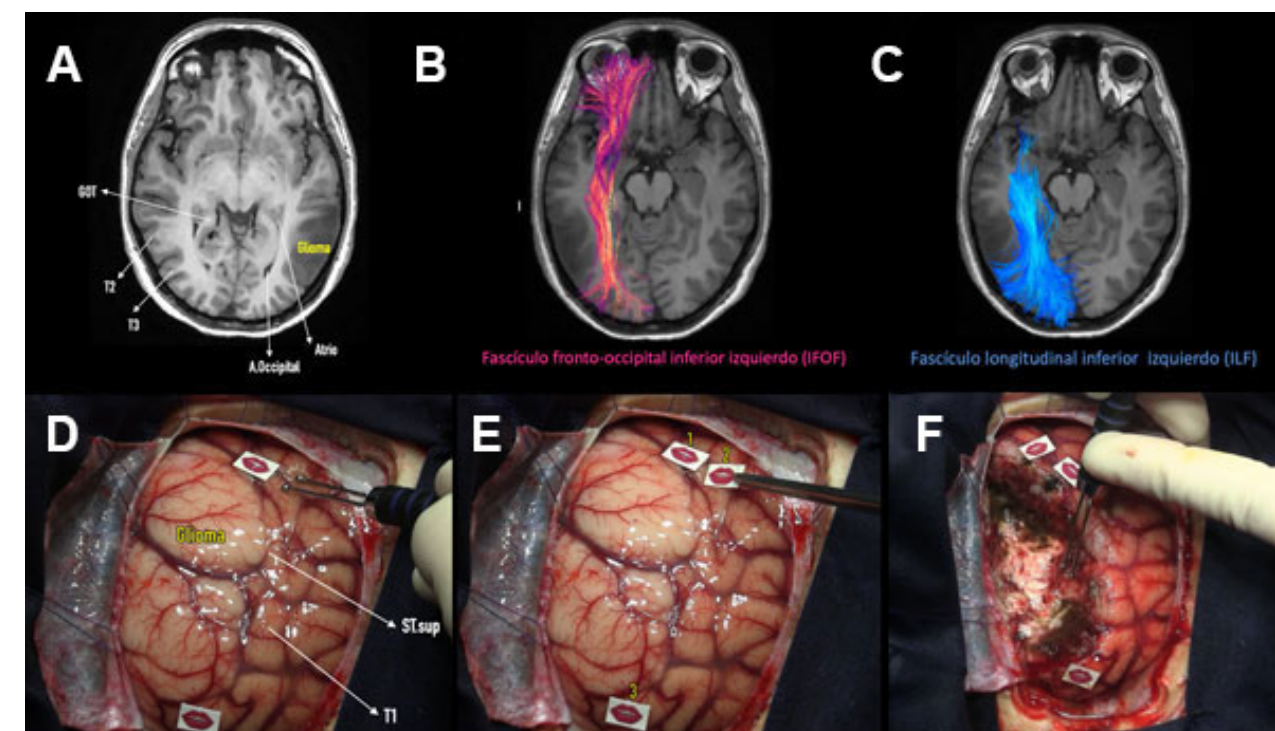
Caso 5: glioma temporal posterior. A) RM ponderada en T1 en la cual se evidencia lesión intraaxial difusa a nivel temporal posterior izquierdo. B y C) Tractografía con reconstrucción 3D de fascículo frontooccipital inferior y longitudinal inferior en estrecha relación con el componente medial del tumor. D) Estimulación cortical bipolar. E) Identificación de hallazgos funcionales con tags de boca: 1 (parafasia semántica), 2 (anomia), 3 (alexia). F) Estimulación bipolar subcortical e identificación de límites funcionales de la resección. Se muestran referencias anatómicas: *giro occipitotemporal* (GOT), *giro temporal superior* (T1), *giro temporal medio* (T2), *giro temporal inferior* (T3) y *surco temporal superior* (ST.sup).
